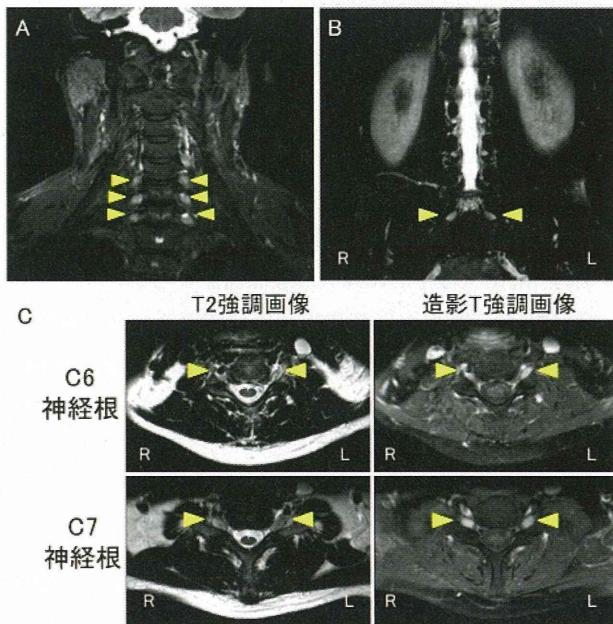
脊椎 MRI (A.頰椎冠状断、B.腰椎冠状断、C.頰椎軸位断)
